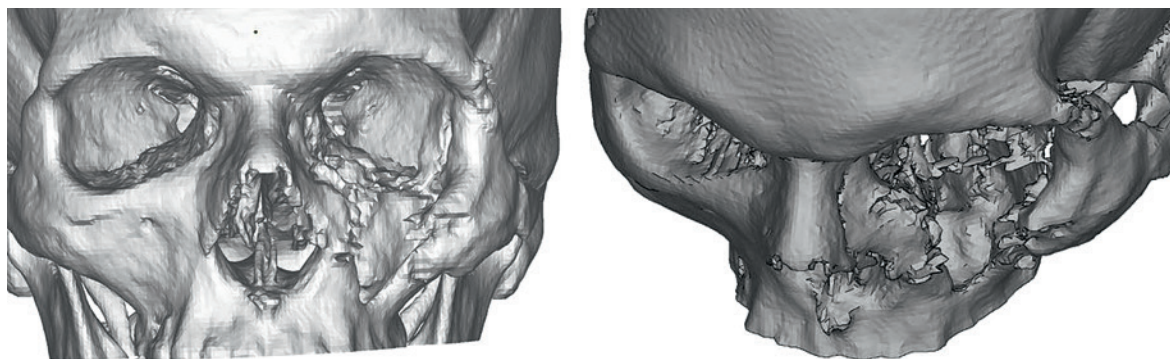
Компьютерная томография. Трехмерная визуализация дефекта
